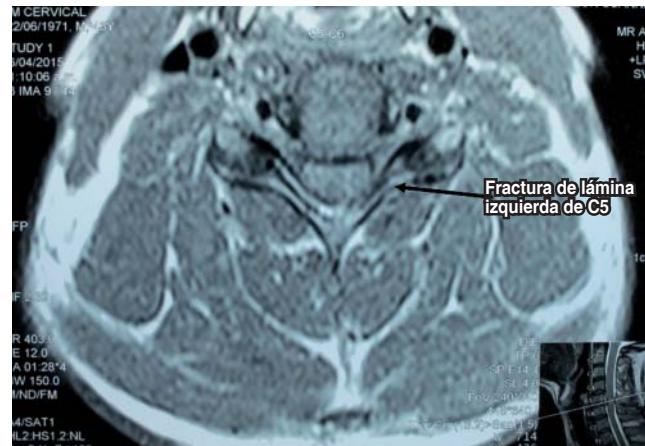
Imagen en corte axial de columna cervical a nivel C5-C6 en RMN que muestra fractura del arco posterior de C5 a nivel de lámina izquierda de C5.
